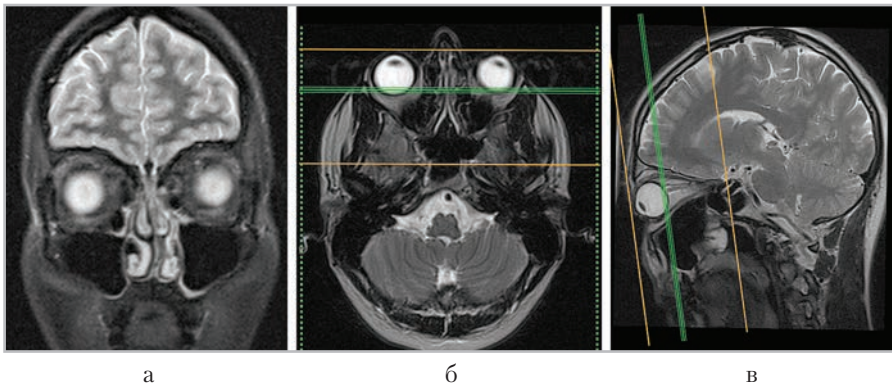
МР-томограммы, полученные для планирования коронарных срезов (а) в аксиальной (б) и сагиттальной (в) плоскостях
